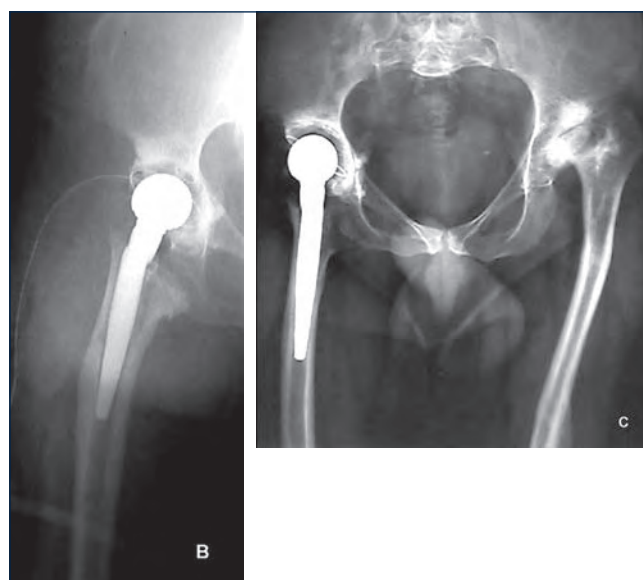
(b, c). Controllo radiografico immediato (b) e a distanza di 2 anni (c).
